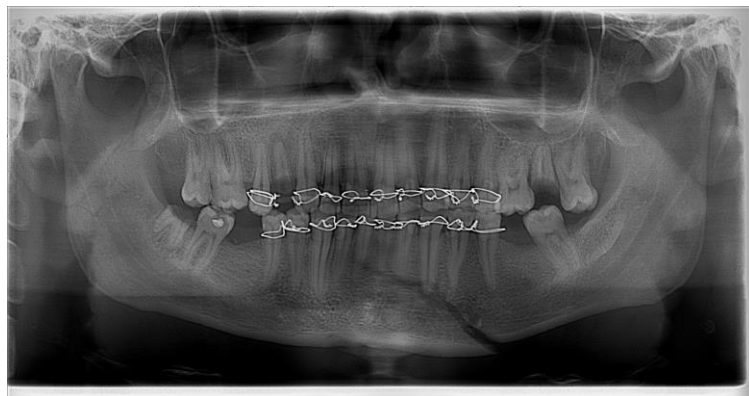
Ортопантомограма хворого К., медична карта стаціонарного хворого № 5188. Діагноз: «Перелом нижньої щелепи в підборідному відділі». Співставлення фрагментів перелому по альвеолярному краю, діастаз по нижньому краю щелепи.
